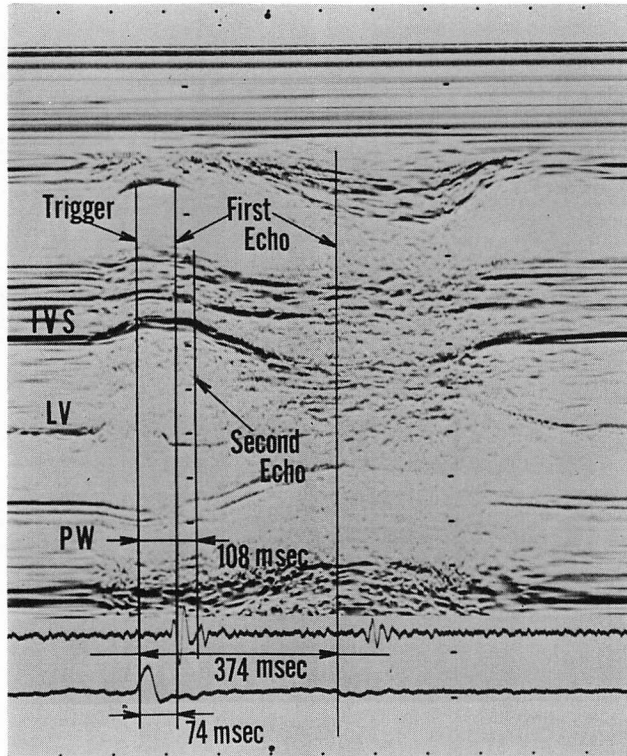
M-mode echocardiogram showing the phase analysis of trigger, and end-diastolic and end-systolic images.
